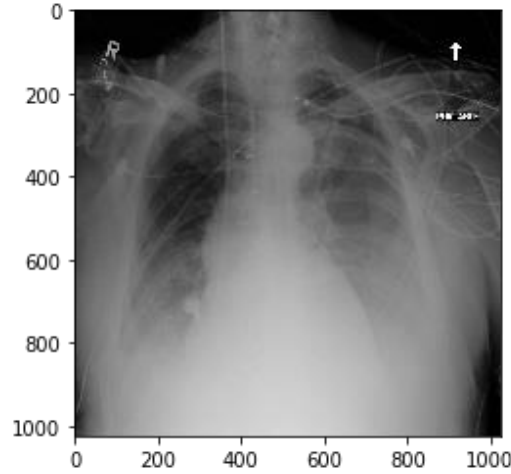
29 Atelektazi Tanısı İçin Röntgen Görüntüsü [65]
